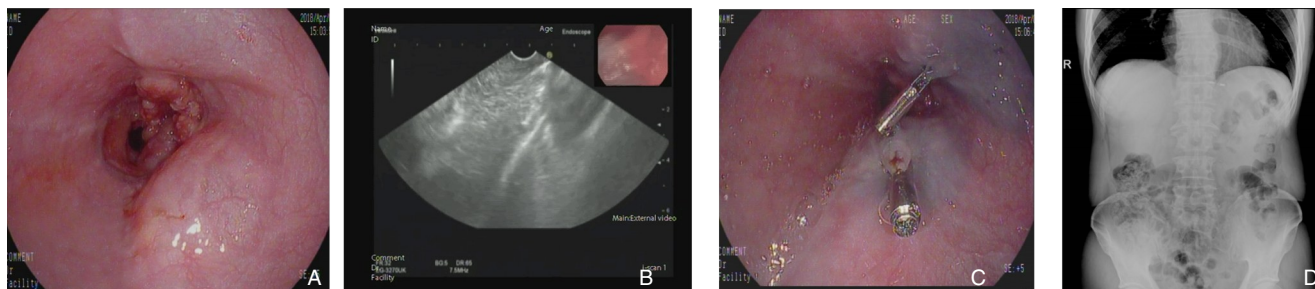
钛夹标记过程 A: EUS 直视观察; B: 超声探测; C: 钛夹标记完成; D: 腹部平片
